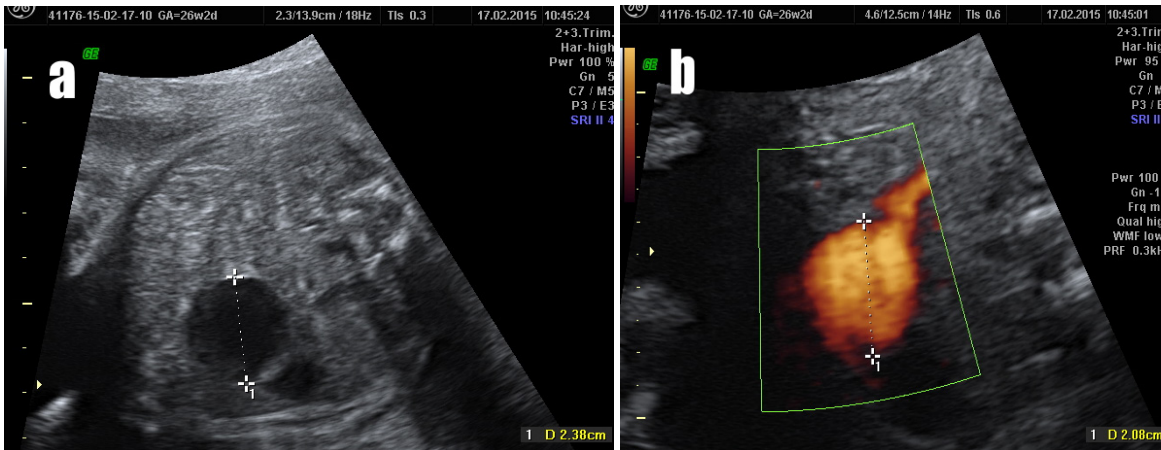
An intra-abdominal umbilical vein varix. a: b mode, b: varix is highlighted on power Doppler
